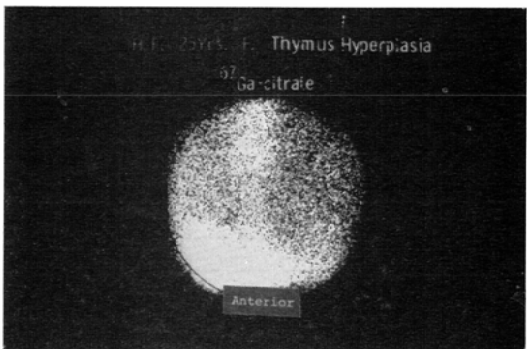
Thymus scintigraphy of  $^{67}\text{Ga}$ -citrate in the patient with myasthenia gravis. Abnormal  $^{67}\text{Ga}$  uptake is visible in the anterior mediastinum in addition with normal uptake of the sternum.
